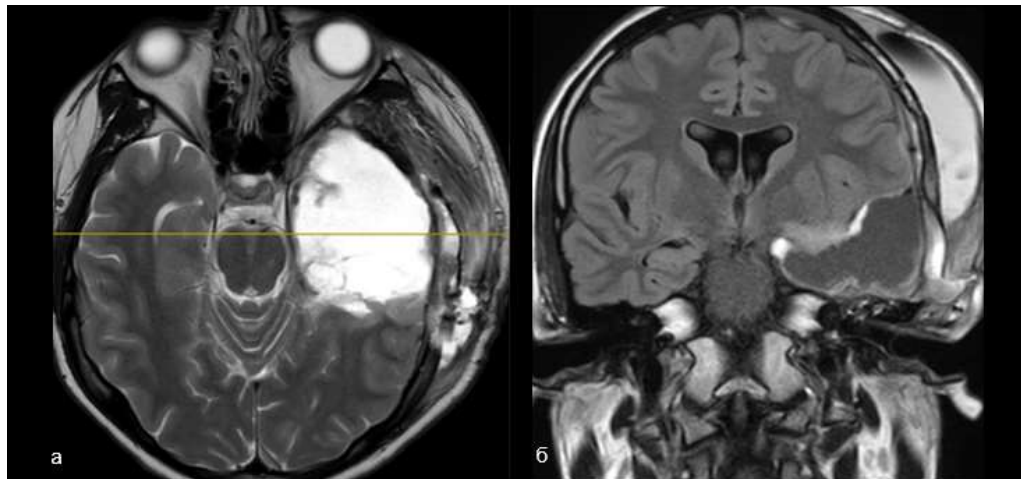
Пациент Б. 16 лет, МРТ после 3 операции. На представленных изображениях определяется зона постоперационных изменений в левой височной области, отсутствие остаточных фрагментов образования и гомолатерального гиппокампа (а, б)
